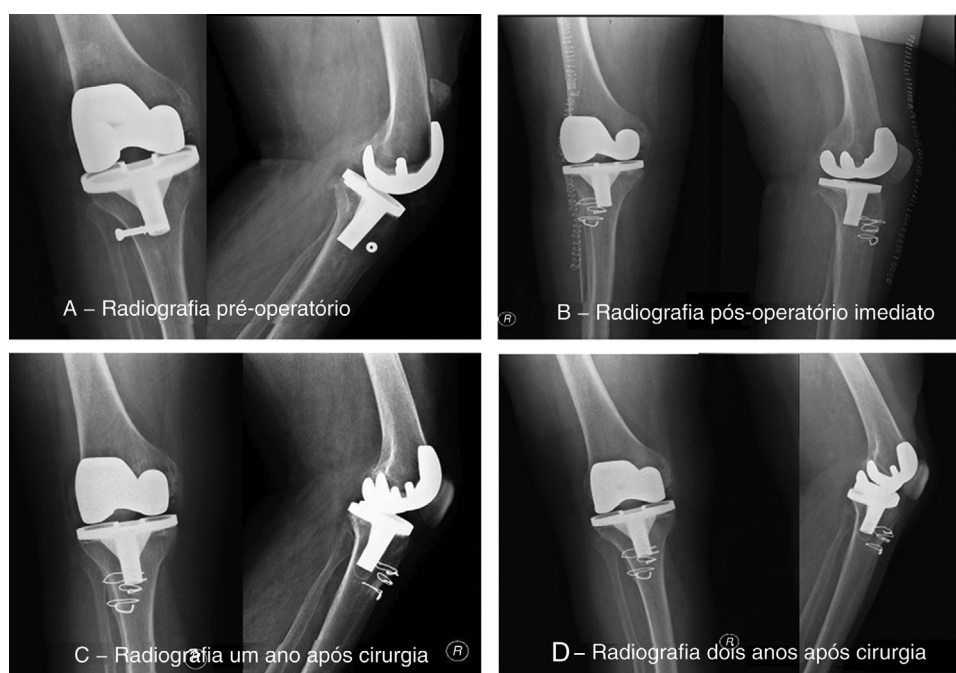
A, radiografia pré-operatória; B, radiografia pós-operatória imediata; C, radiografia um ano após a cirurgia; D, radiografia dois anos após a cirurgia.
